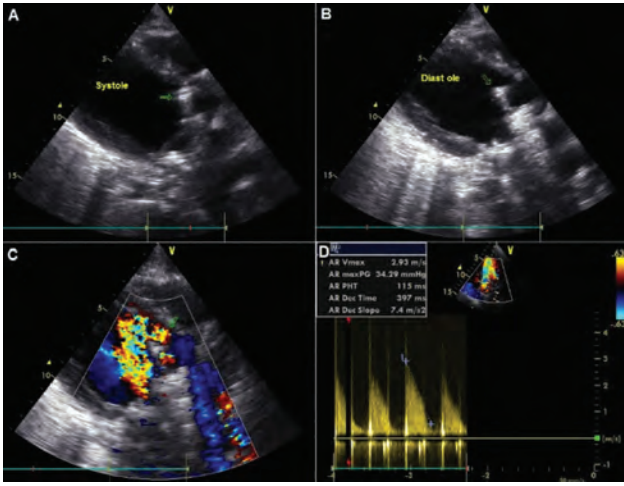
Echocardiography showing the prosthetic aortic valve moving to the aorta in systole (A) while prolapsing to the left ventricle in diastole (B), resulting in severe paravalvular jet of aortic insufficiency (C) with aortic regurgitant PHT of 115 ms (D).
